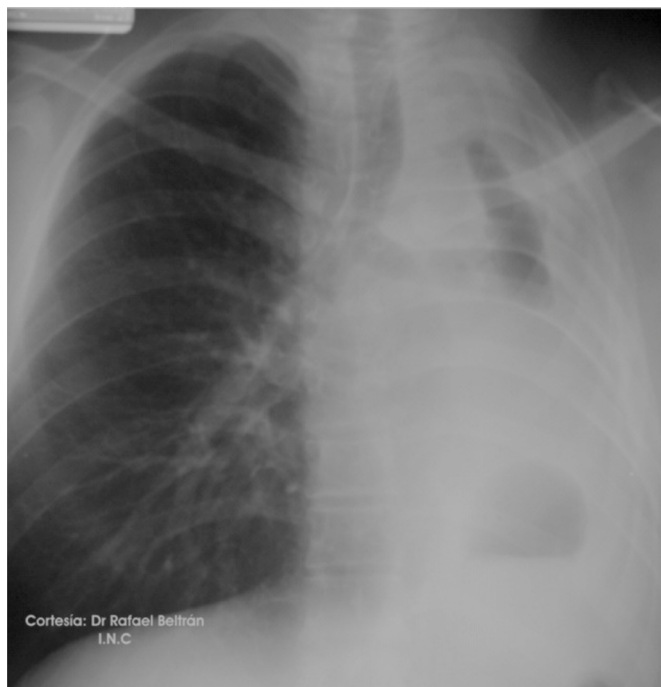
Radiografía de tórax preoperatorio
